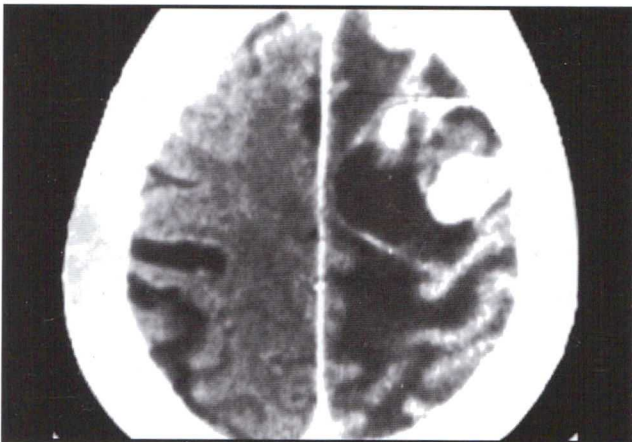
TAC de cerebro con contraste que muestra un tumor con áreas quísticas y sólidas.
